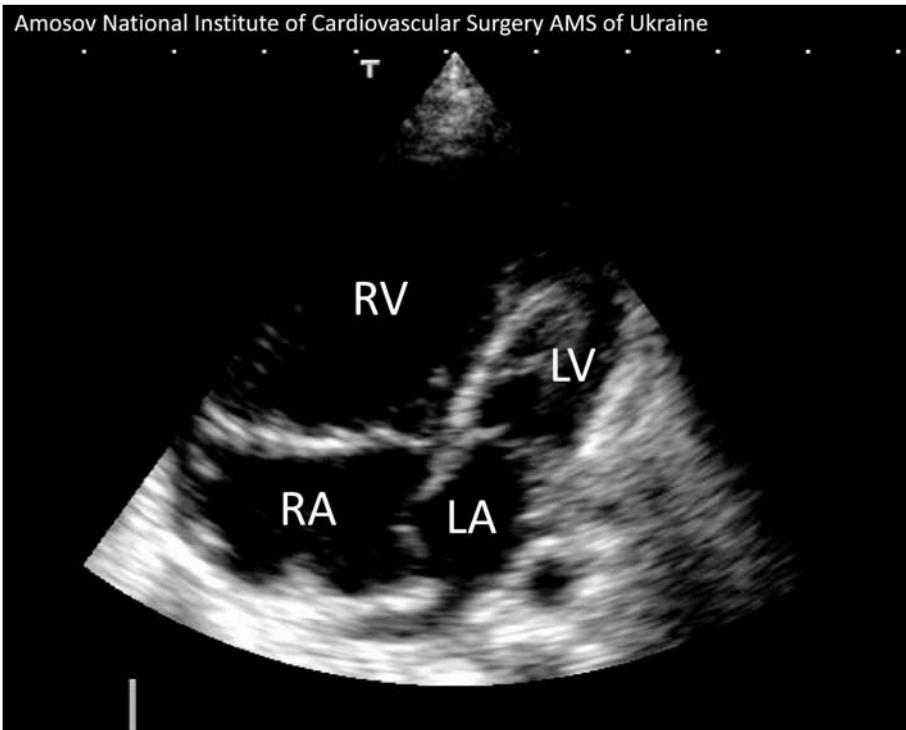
Эхокардиографическое исследование новорожденного Б.: выраженная гипоплазия левых камер сердца, атрезия митрального клапана, дефект межпредсердной перегородки.
